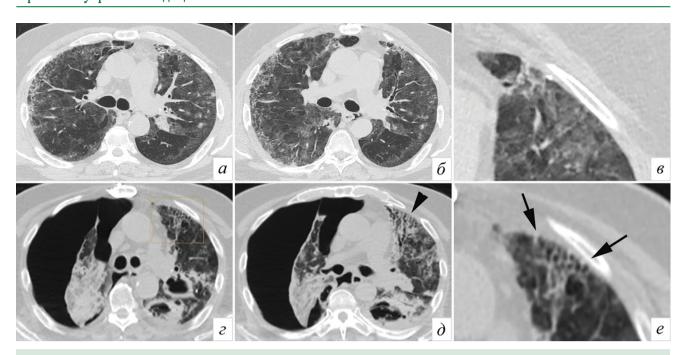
Пациент М., 65 лет. COVID-19 (ПЦР+). КТ ОГК в аксиальной плоскости (a-e) с увеличенными фрагментами (в, e) на соответствующих уровнях. Верхний ряд — исследование от 04.08.2021, нижний ряд — исследование от 16.09.2021. Вторичное инфицирование (полости) и пневмоторакс справа, в S3 слева сформирован участок с варикозными бронхо- и бронхиолоэктазами (головка стрелки), а также участок, похожий на «сотовую» деформацию (рамка, стрелки)
